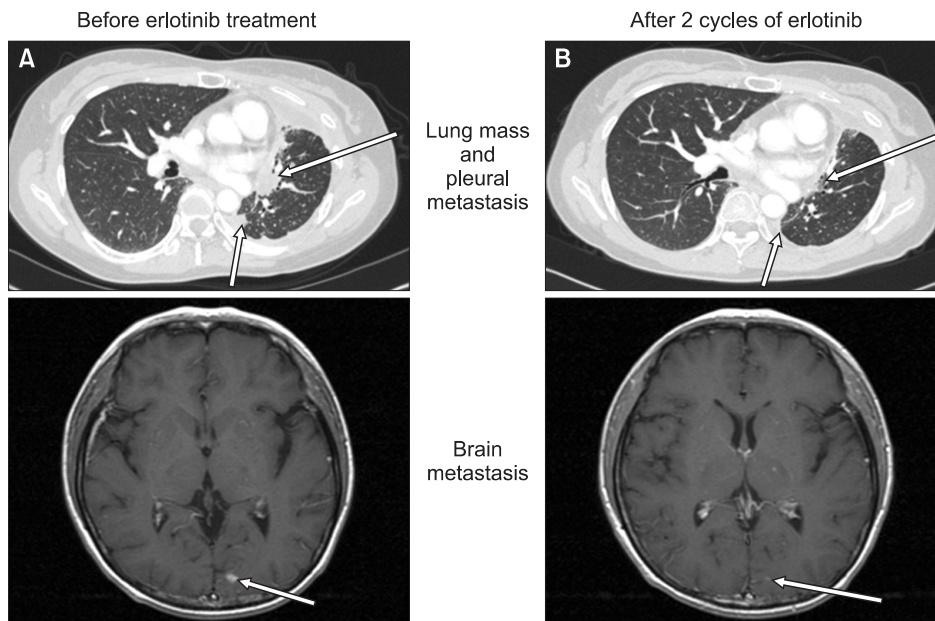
The erlotinib treatment response. Comparison of chest computed tomography and brain magnetic resonance imaging of the patient (A) before and (B) after erlotinib treatment. Arrows indicate representative non-small cell lung cancer lesions, and names of the lesions are described in the right side of the (A) figure. After 2 cycles of erlotinib and whole brain radiotherapy (WBRT), the size of lung and brain metastasis are decreased
